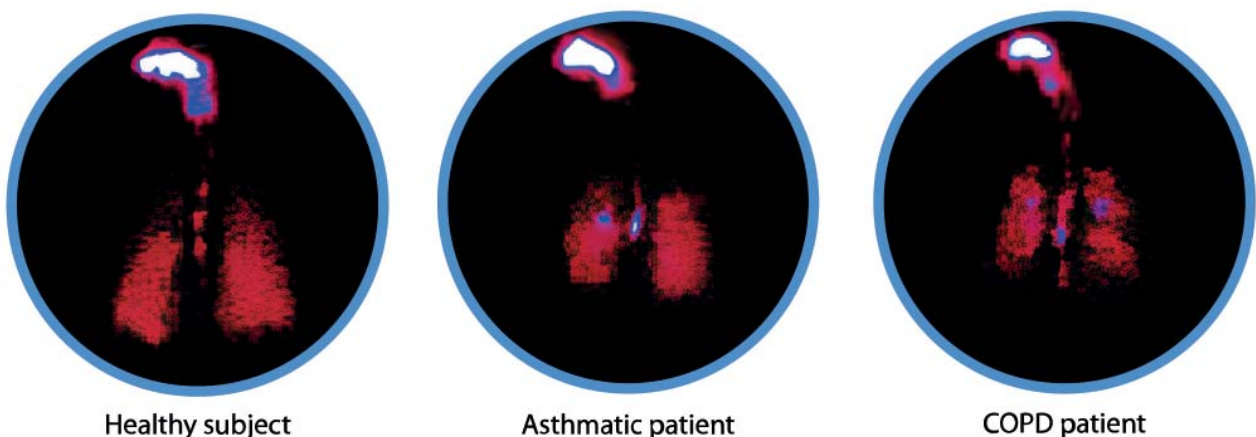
Сцинтиграфічне дослідження відкладення та розподіл БДП/Ф по бронхіальному дереву у здорових суб'єктів, у пацієнтів з астмою та ХОЗЛ
